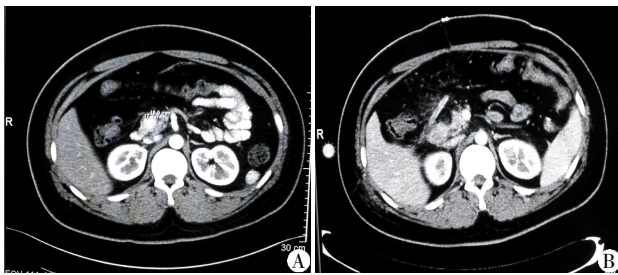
1 例胰头部胰岛素瘤患者术前(A)及术后(B)CT 影像改变
